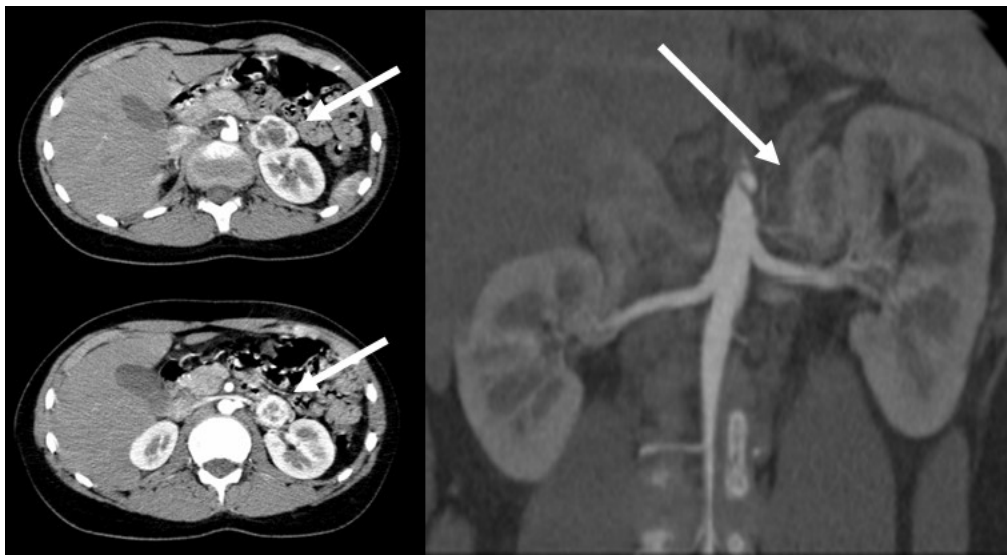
CASO 2: angio-tomografia computadorizada renal de um adolescente de 12 anos de idade, sexo masculino, admitido no serviço de Pediatria por hipertensão arterial persistente, cefaleia frontal, sudorese e palpitações. Observa-se lesão no braço externo da glândula supra-renal esquerda, com bordos ligeiramente bosselados e centro heterogêneo. Calcificação de aspecto distrófico central. Dimensões: $3,6 \times 2,7 \times 2,7$ cm, compatível com feocromocitoma (→).
